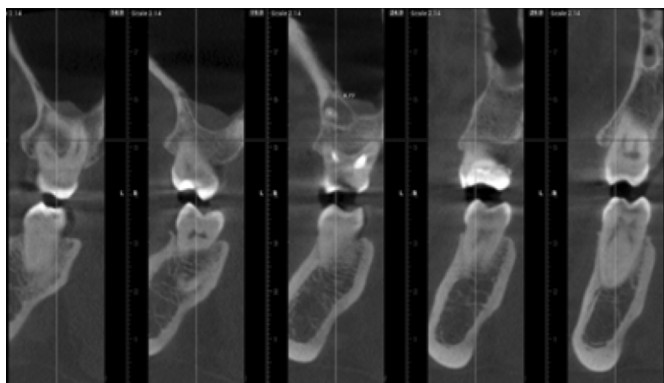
Срез КТ в области зуба 1.6. Визуализируется гранулема в небном канале 6,72 mm
